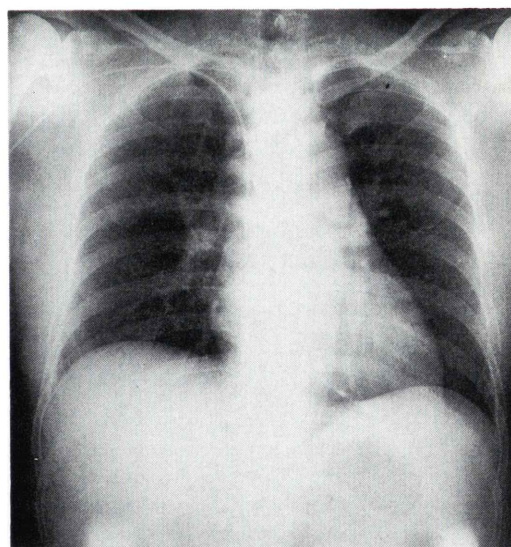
Chest X-ray film. There is no remarkable ventricular or atrial dilatation.
